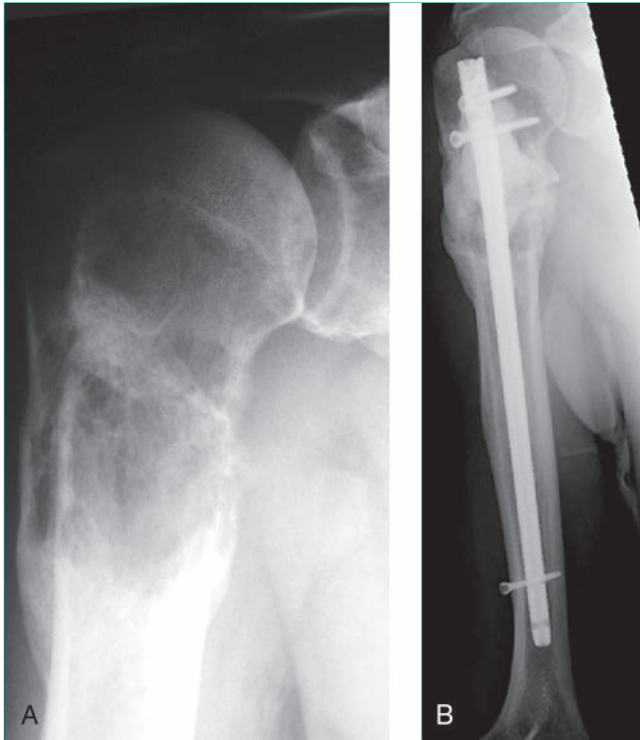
Radiografías de la extremidad superior de un varón de 67 años diestro con una metástasis de carcinoma renal que presentaba dolor en reposo y al mover el brazo. A, Radiografía anteroposterior que muestra la lesión osteolítica en la zona proximal del húmero. B, Radiografía postoperatoria tras la colocación de un clavo intramedular. Durante la intervención se legró y cementó la lesión y al cabo de dos semanas se aplicó radioterapia.
